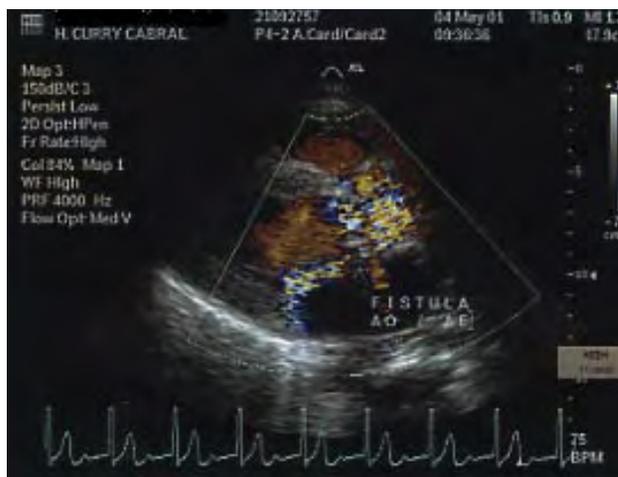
Ecocardiografia transesofágica (plano a 0º) em que se vê a rotura do abscesso para a aurícula esquerda.
